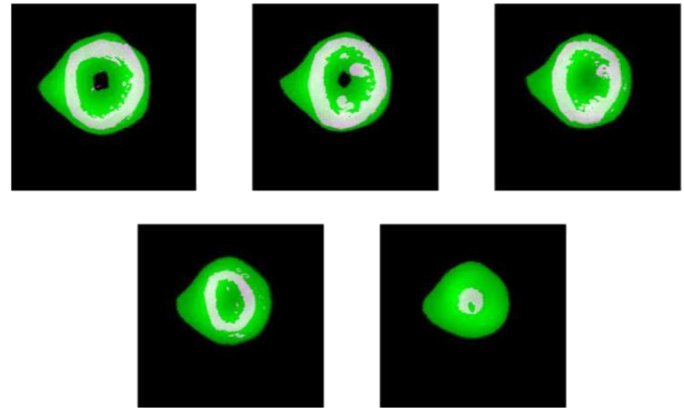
Programa “Segmentador” utilizado para la segmentación de ATC y SPECT.
